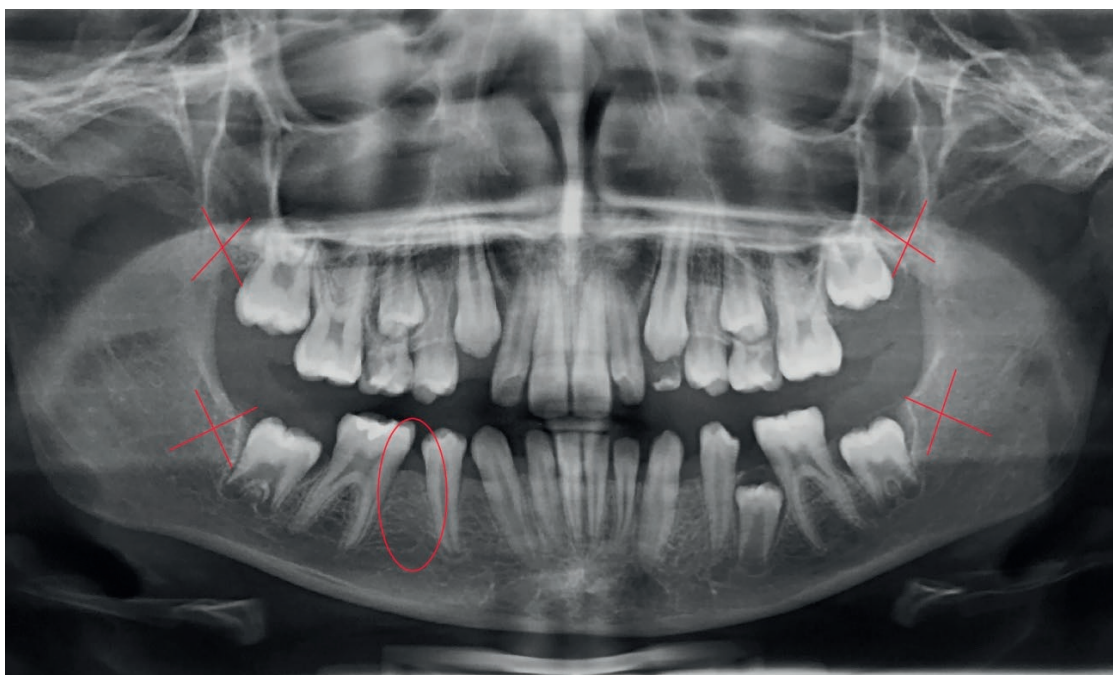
Radiografia panorâmica de paciente do gênero feminino (12 anos e 5 meses de idade) com agenesia de todos os terceiros molares e também do segundo pré-molar inferior. Fonte: Os autores.
